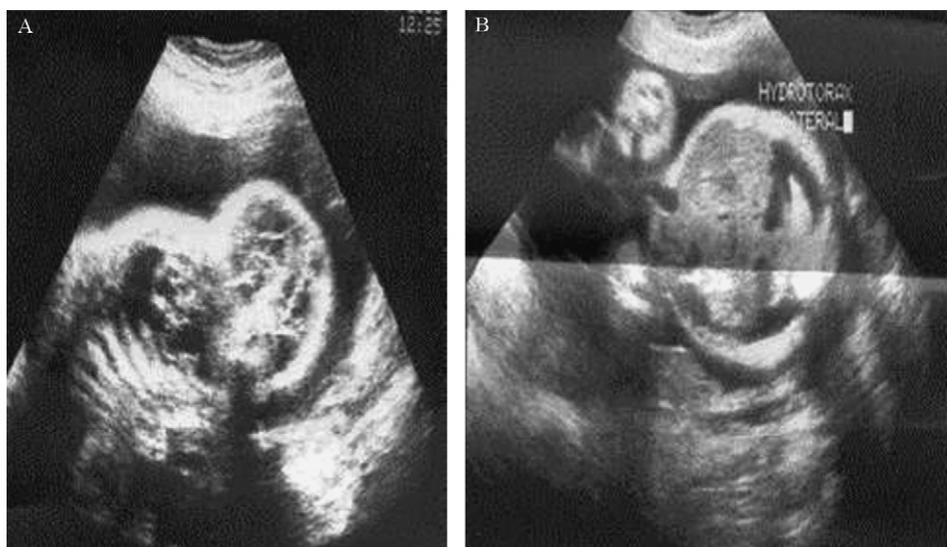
A. Coupe échographie oblique : la formation tumorale en regard du cou est hétérogène, cloisonnée. B. Coupe échographique axiale du thorax fœtal : hydrothorax bilatéral.
